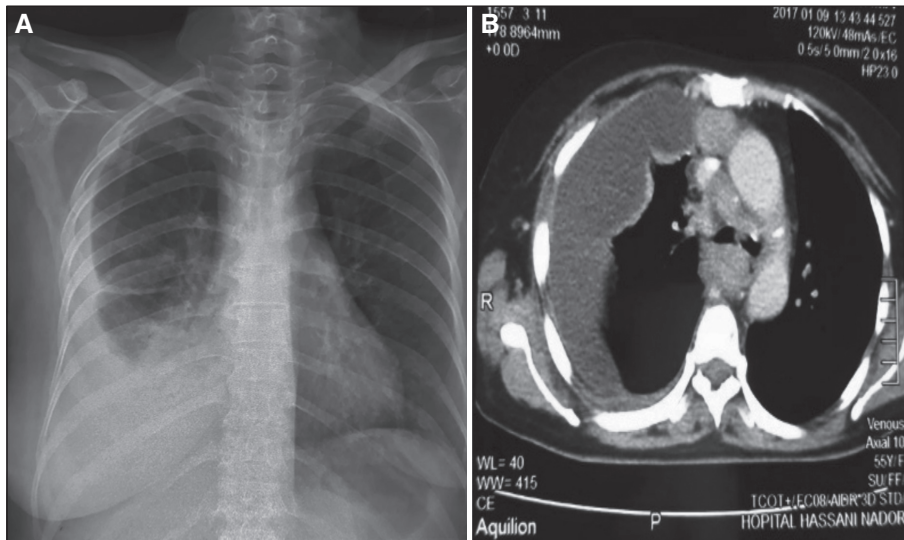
A : radiographie thoracique montrant une pleurésie droite. B : TDM thoracique montrant une pleurésie droite.
